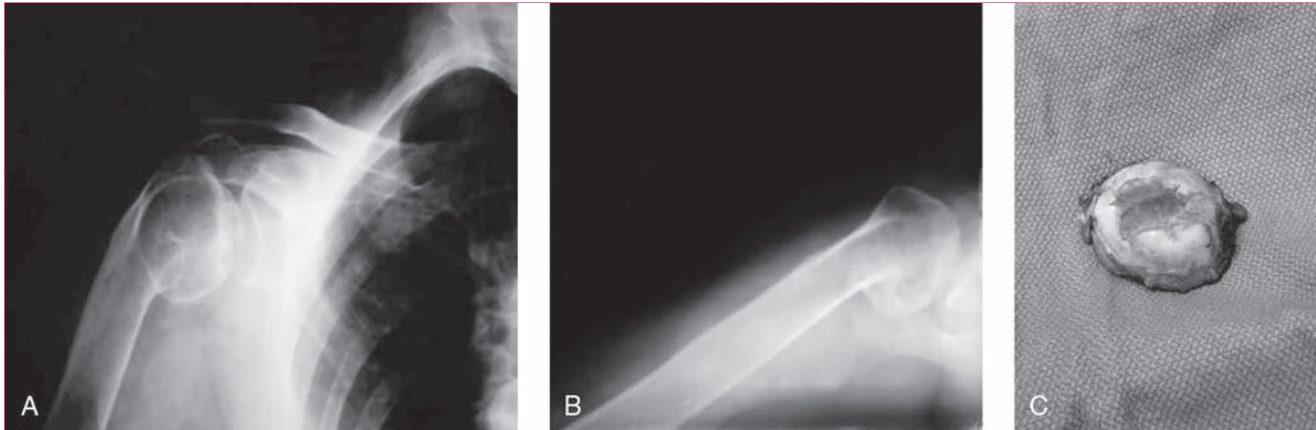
Imágenes de una osteonecrosis postraumática. A, Radiografía anteroposterior. B, Radiografía axilar. C, Fotografía de la pieza quirúrgica en la que se aprecia el hundimiento subcondral. (Adaptada con la debida autorización de Sarris I, Weiser R, Sotereanos DG: Pathogenesis and treatment of osteonecrosis of the shoulder. *Orthop Clin North Am* 2004;35:397-404.)
